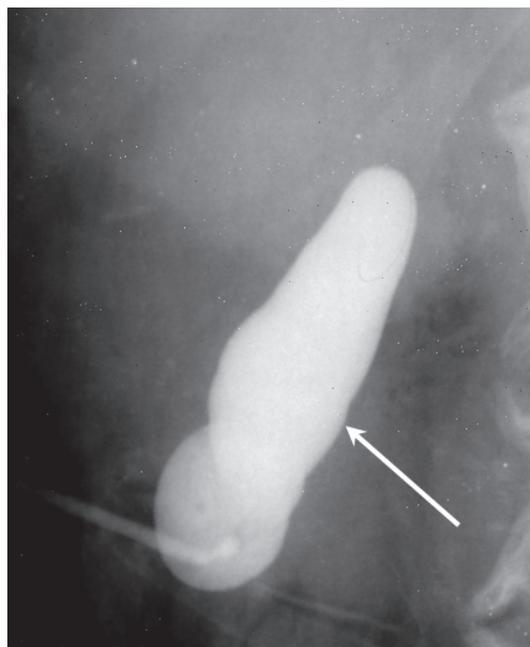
Фистулохолецистография больной В., 72 лет, после традиционной холецистостомии. Стрелкой указан латексный баллон, введенный в полость желчного пузыря и заполненный рентгенконтрастным веществом.
